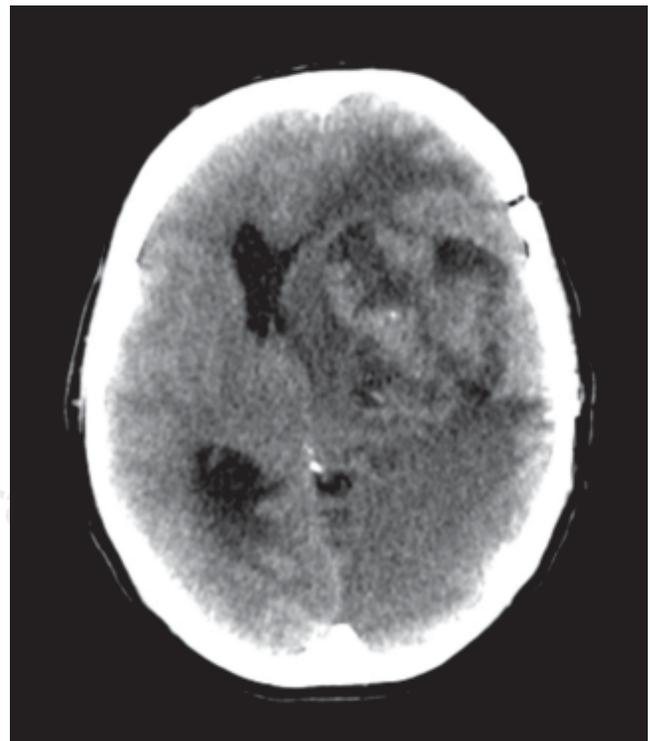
TAC simple de cráneo: 27 de febrero de 2008.
